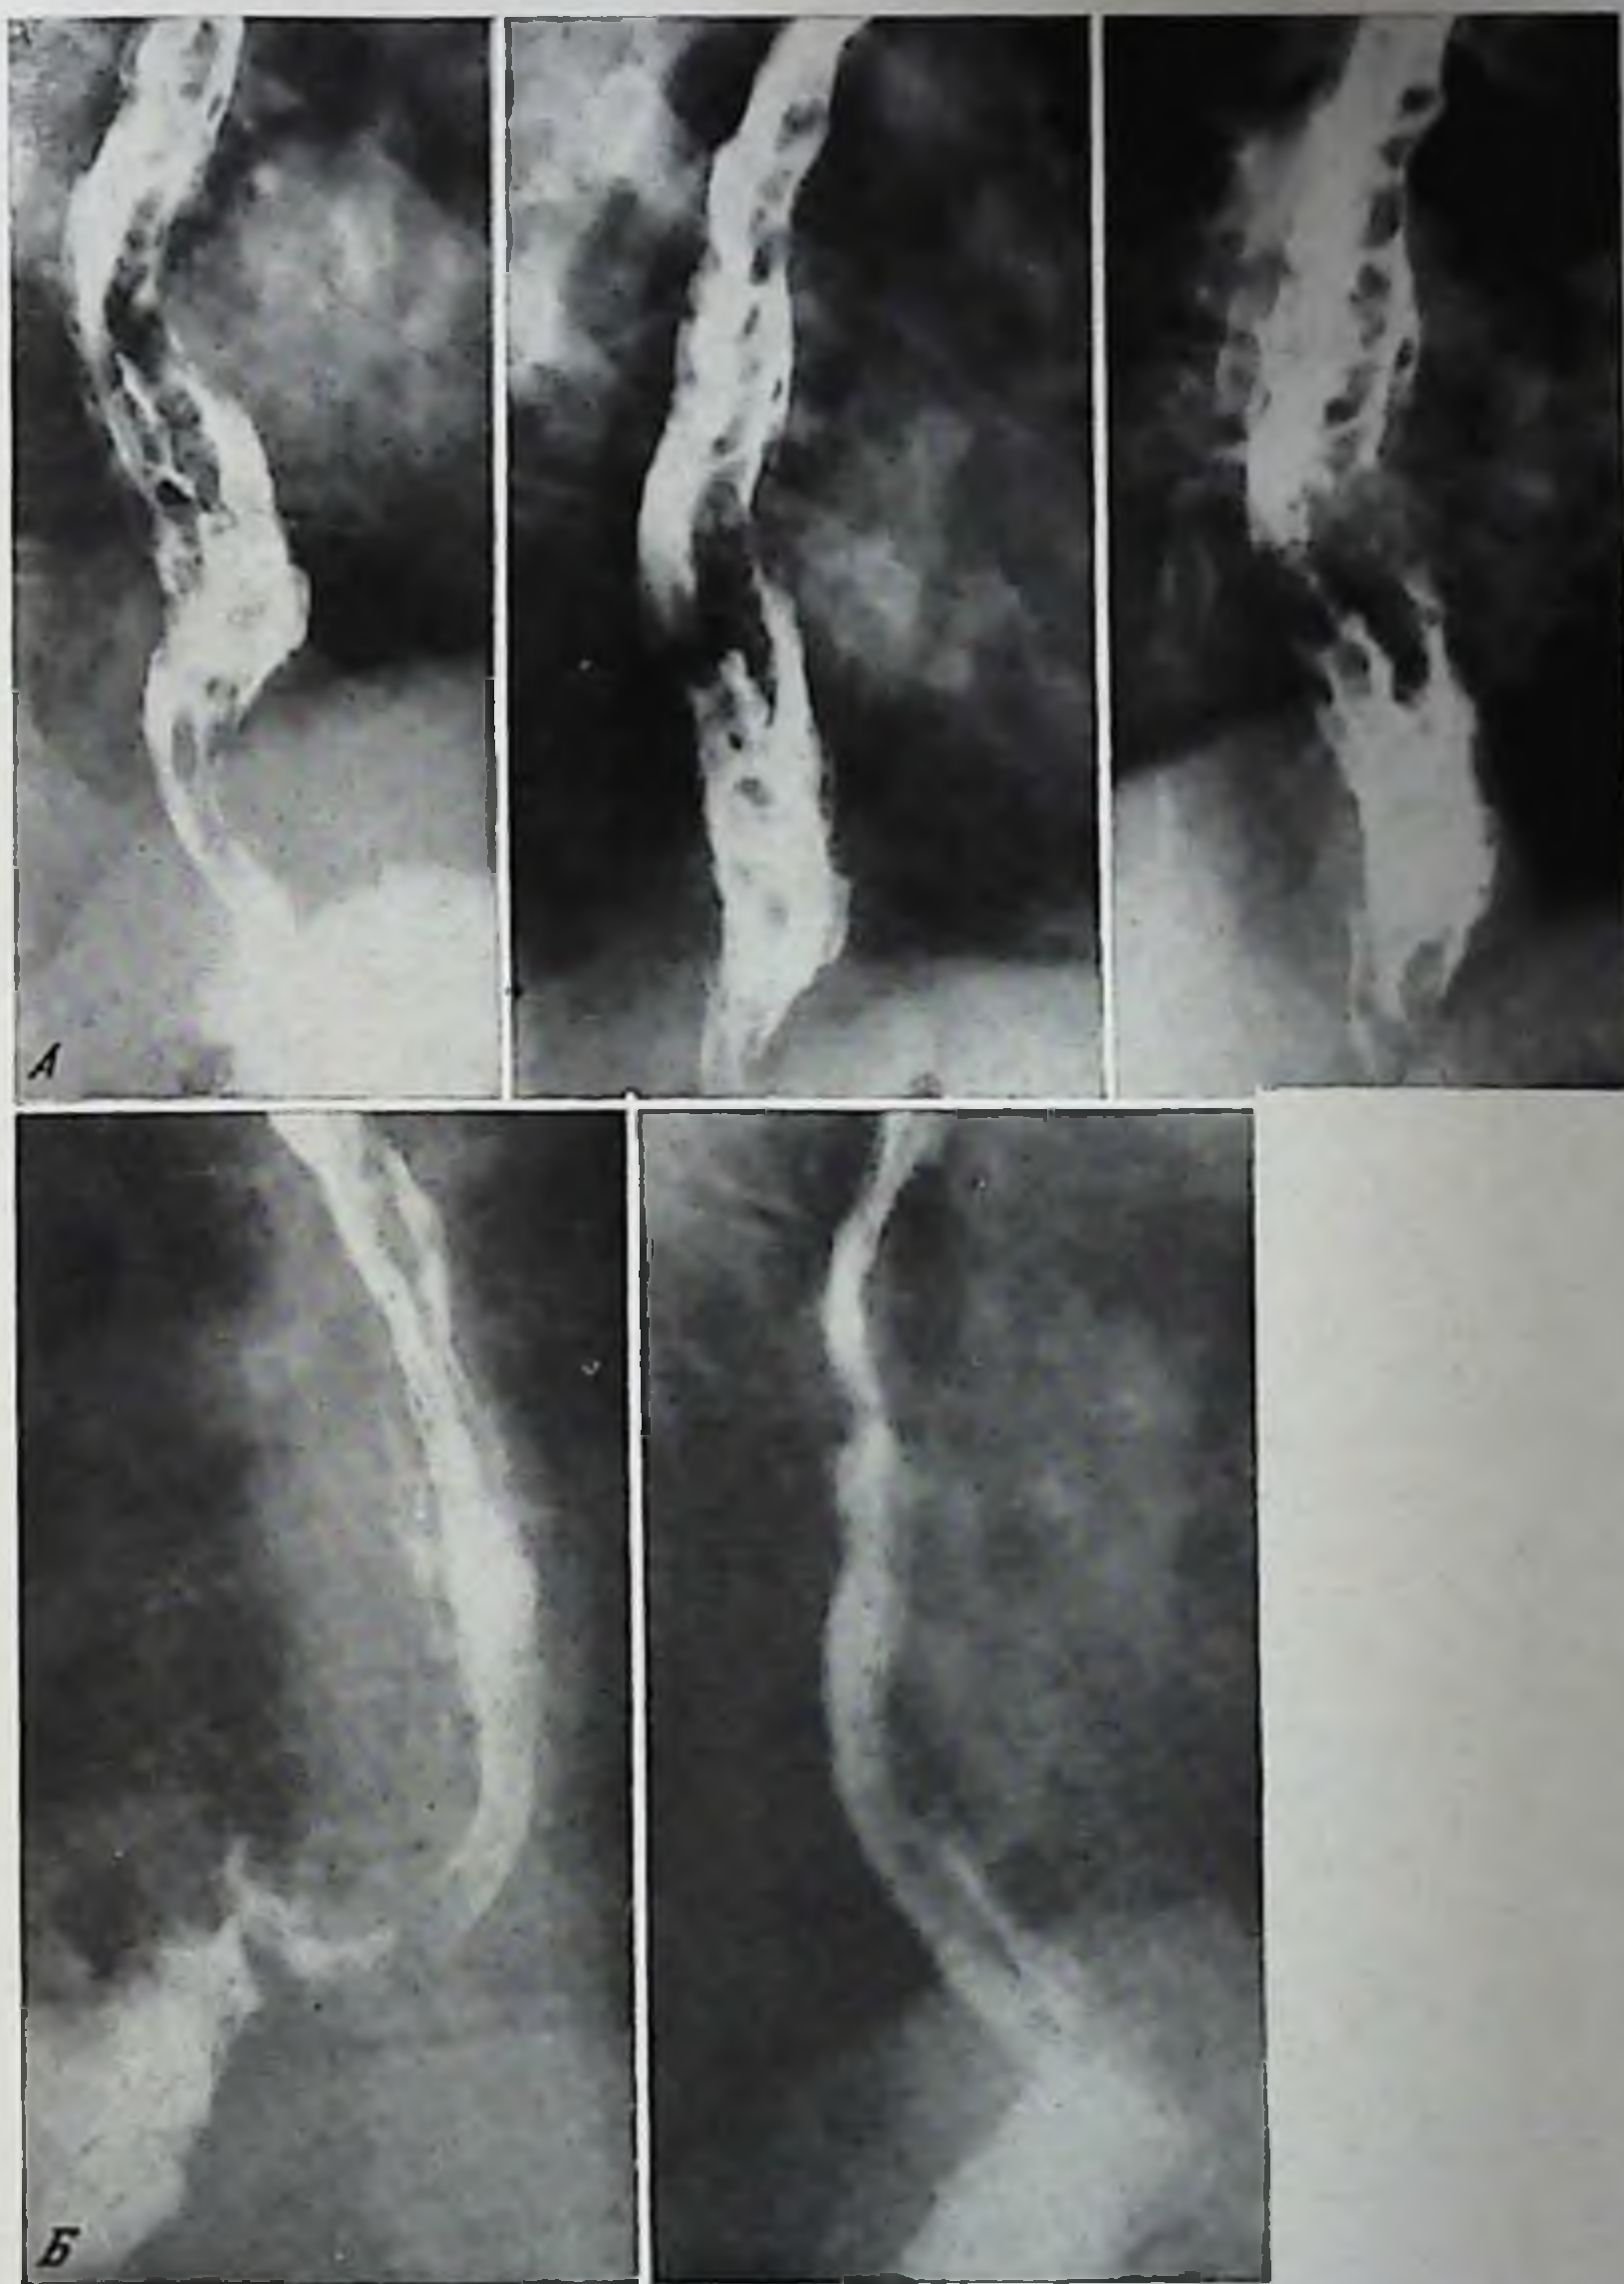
Рентгенограммы больного К.
